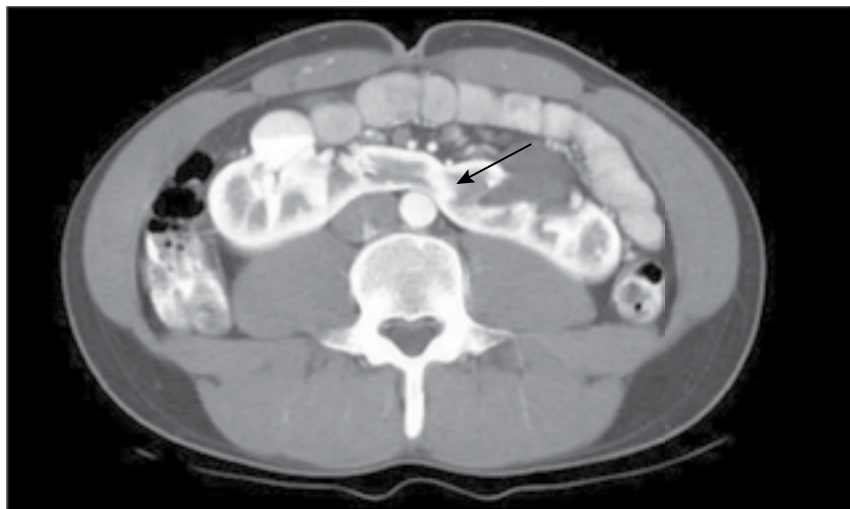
КТ пациента с подковообразной почкой (стрелка).
